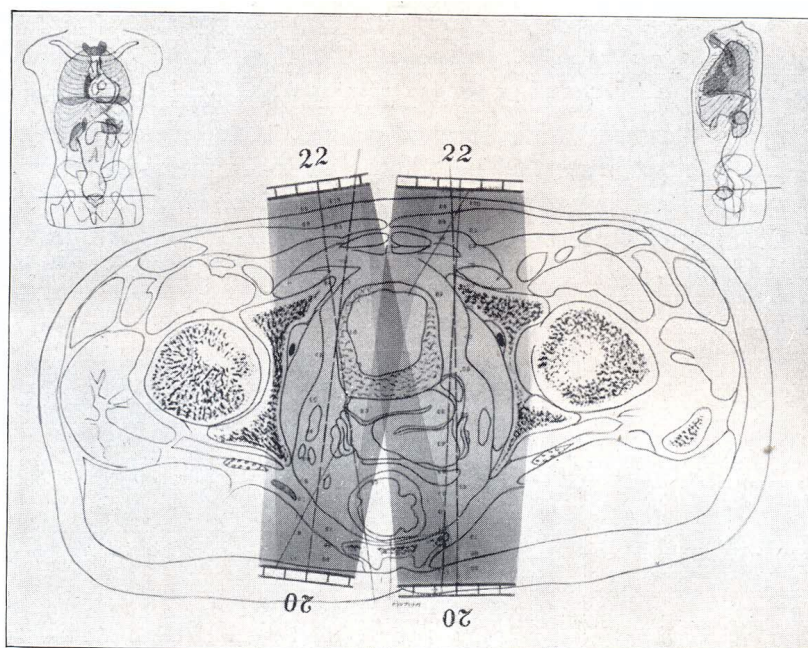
Dosenverteilung bei der klassischen Vierfelderkastration nach Seitz und Wintz. Ungenaue Einstellung aller Felder (geringe Konvergenz der Achsen) muß eine schwere Röntgenschädigung verursachen. In diesem Falle ist zufällig die Harnblase von der Schädigung betroffen.
